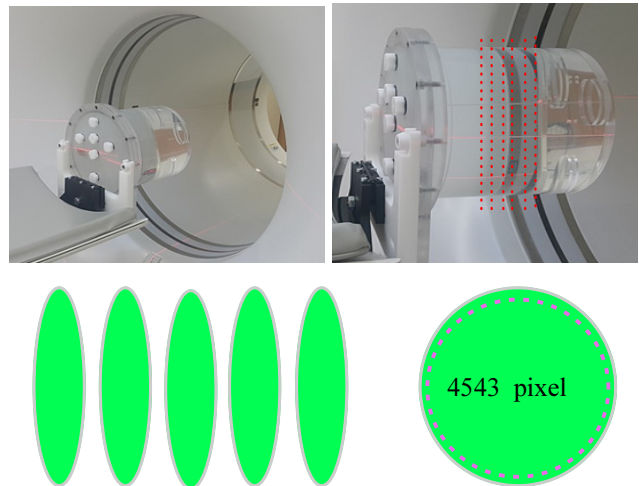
volume of interest(VOI) in order to a measurement counts and CT numbers is selected form the phantom imaging. (A) Planar imaging, (B) SPECT/CT imaging
